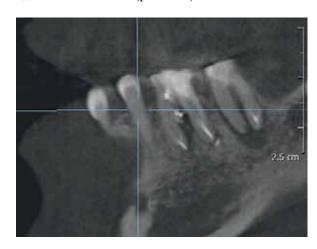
Компьютерная томограмма зубов 36, 37 до лечения периопародонтального поражения
